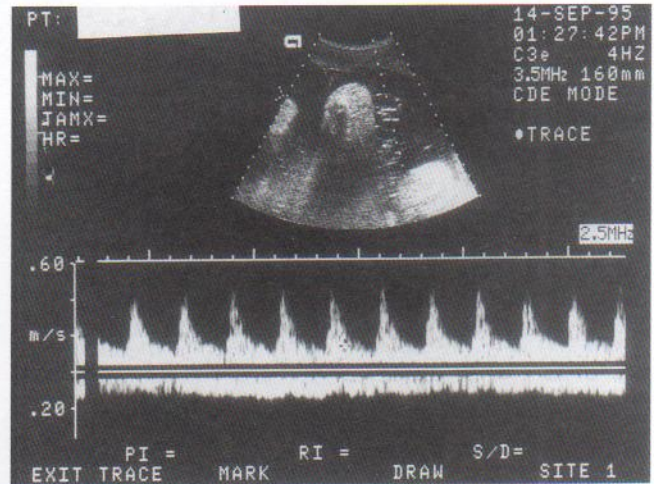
Velocimetría Doppler del cordón umbilical. La forma de onda arterial (arriba) ilustra el flujo anterógrado, con picos altos y velocidades bajas durante la diástole. Esta combinación sugiere una elevada resistencia de la placenta al flujo sanguíneo placentario. Puesto que este índice varía a lo largo de la gestación, es importante saber que se trataba de un embarazo de 18 semanas. El patrón de flujo es normal para este período. El flujo no pulsátil en la dirección negativa opuesta representa el retorno venoso desde la placenta. Ambas formas de onda son normales para esta edad gestacional. (Cortesía del Dr. C. R. Harman, Department of Obstetrics, Gynecology and Reproductive Sciences, University of Maryland, Baltimore, Maryland, EE.UU.)
